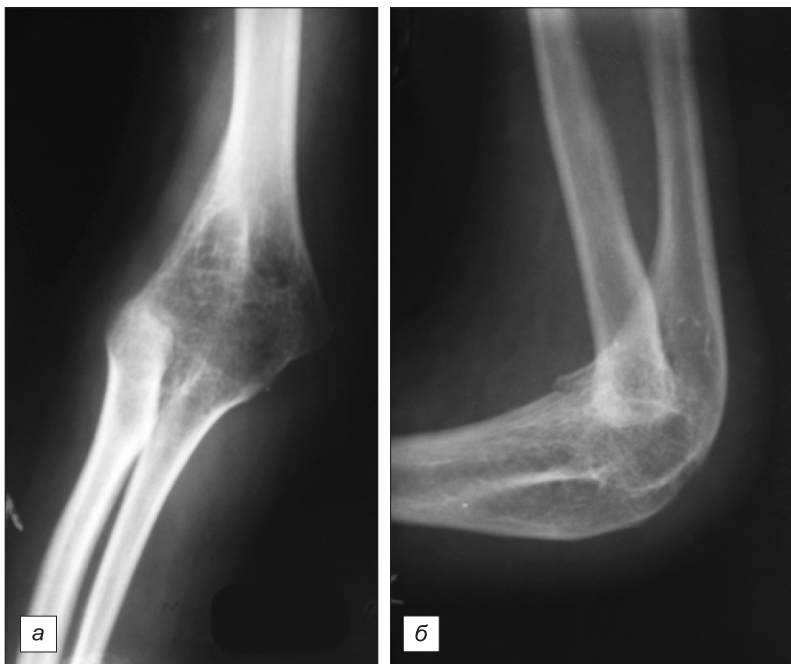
Рентгенограммы локтевого сустава до операции, прямая проекция (а), боковая проекция (б).
